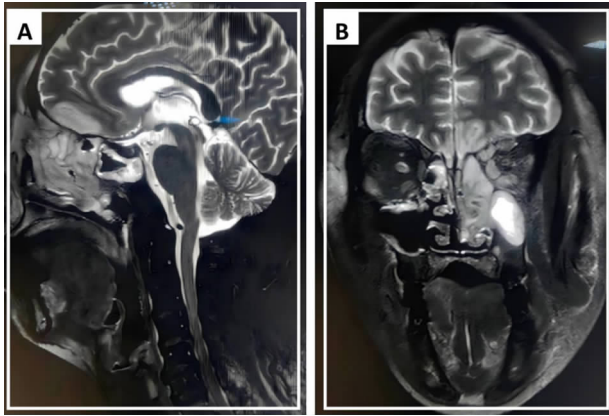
例1患者头颅MRI增强检查(双侧额叶异常信号影,似与左侧上颌窦及筛窦相同,左眼球外突,眼肌增粗伴异常信号,颜面部肿胀。A:矢状位;B:冠状位)
